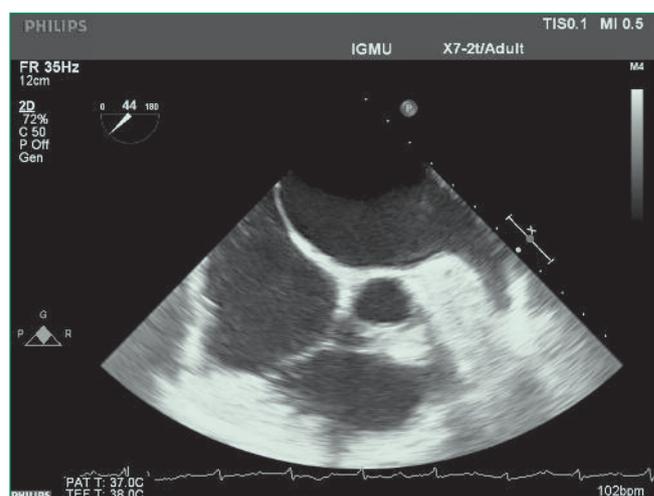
Control transesophageal echocardiography (May 15, 2017; thrombus in LAA is absent)
